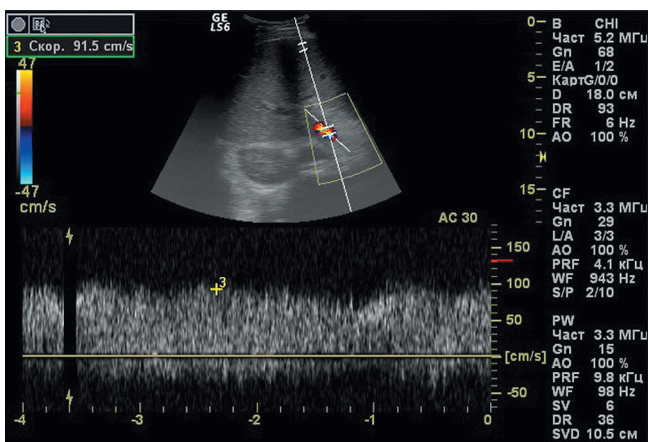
Ускоренный кровотока в воротной вене и гиперперфузия
